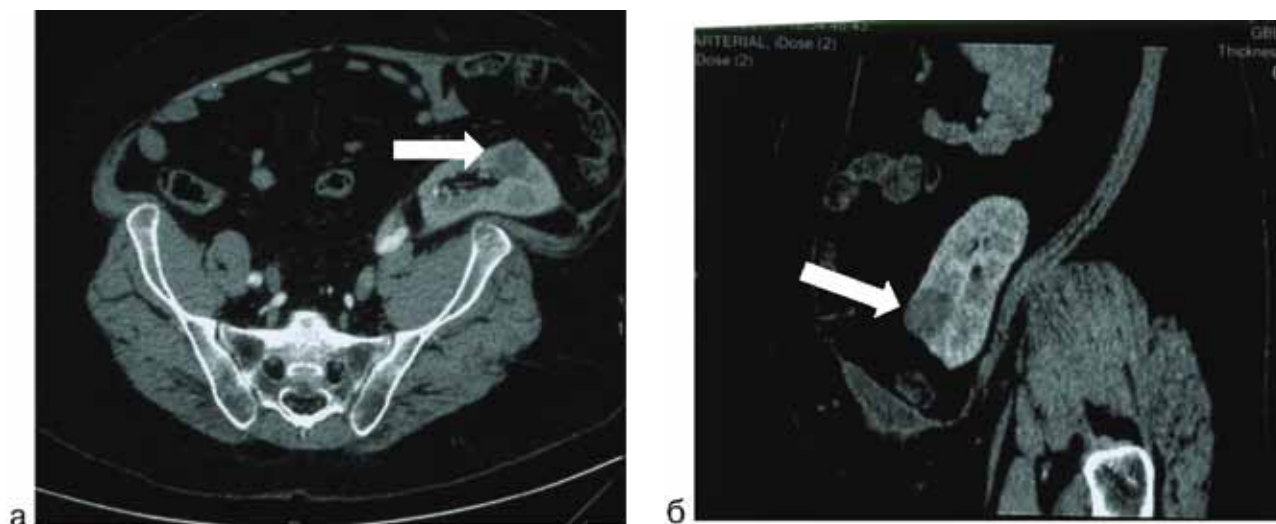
(а, б) Спиральная компьютерная томография малого таза. Опухоль трансплантата почки (стрелка)
